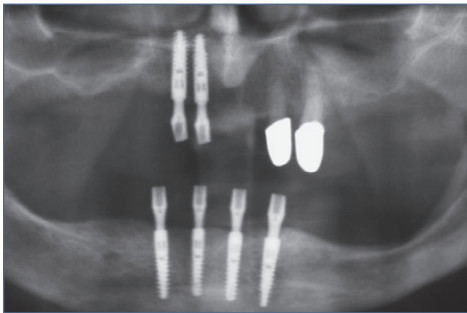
Röntgenstatus ein Jahr post-OP.
